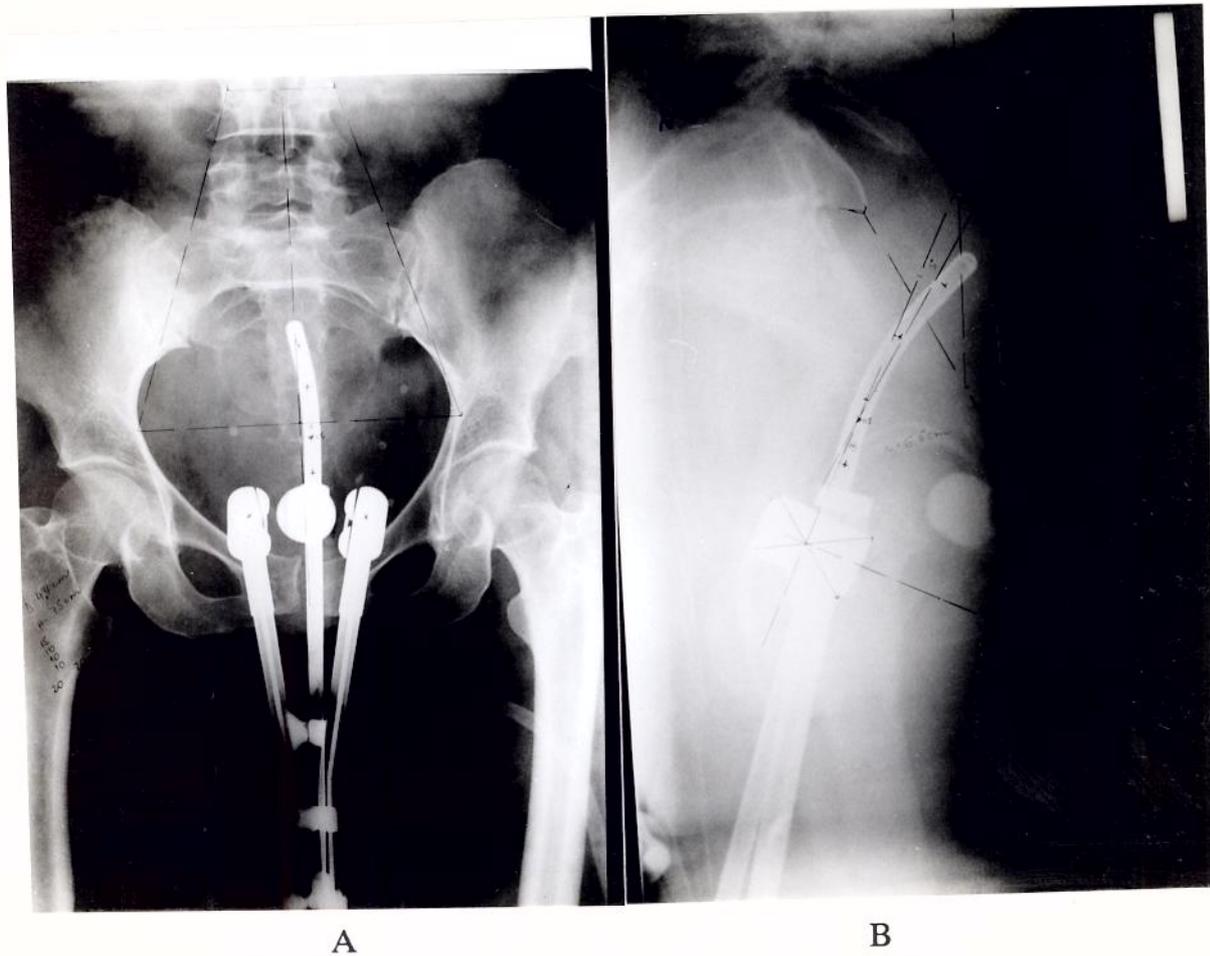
RADIOGRAFIAS DE PÉLVIS ANTERO-POSTERIOR (A) E LATERAL (B) COM O APLICADOR DE FLETCHER EM POSIÇÃO.
